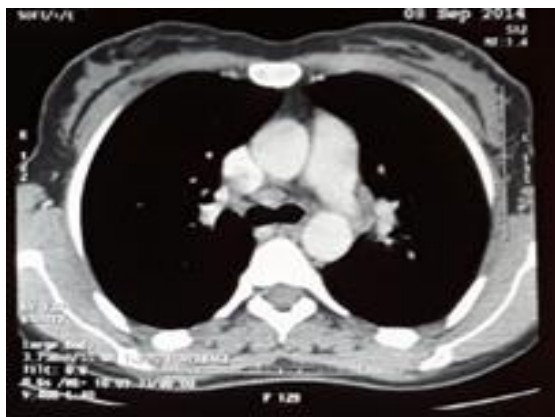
TDM thoracique fenêtre médiastinale montrant des ADP latéro trachéales droites et médiastinales antérieures gauche .
